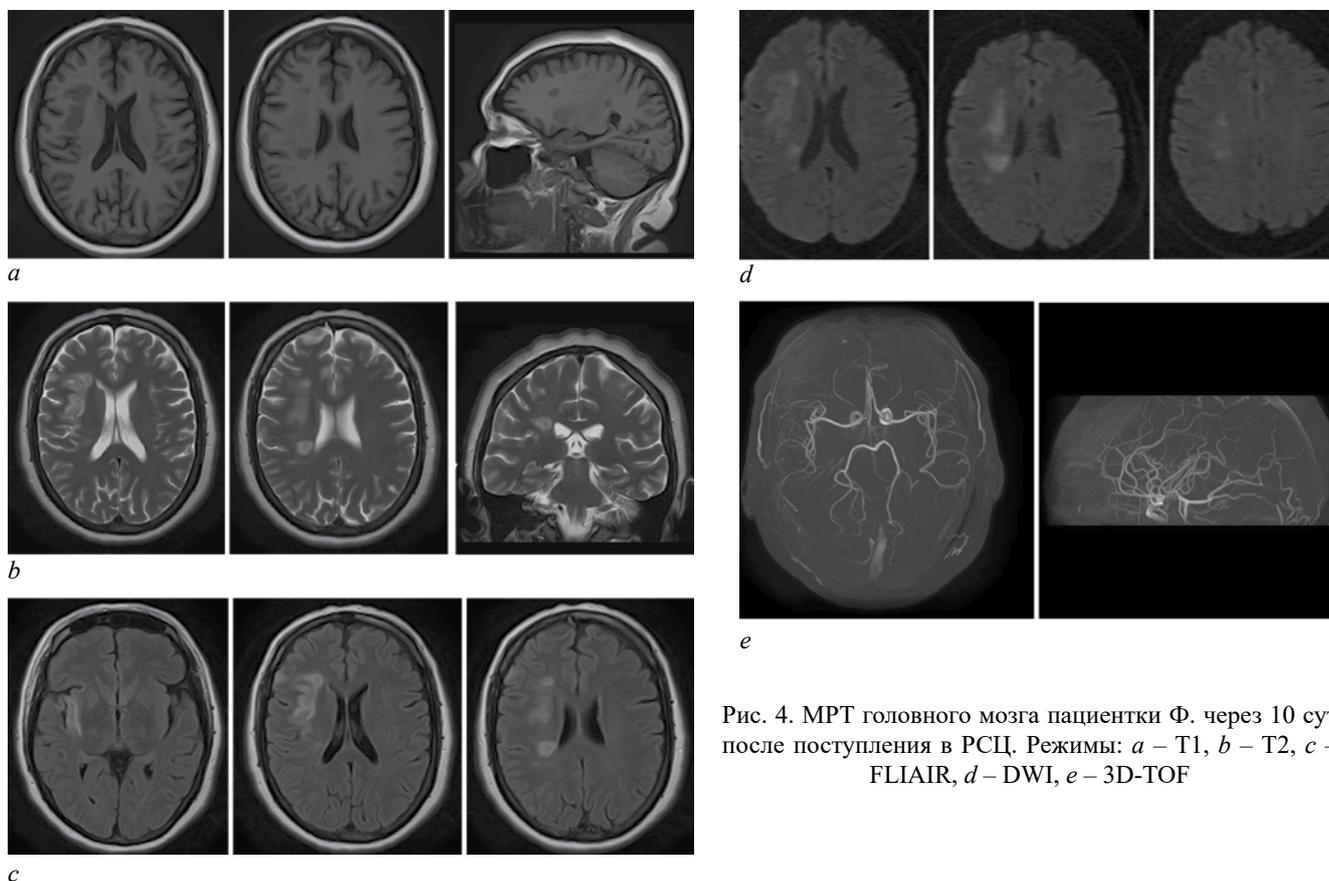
МРТ головного мозга пациентки Ф. через 10 сут после поступления в РСЦ. Режимы: *a* – T1, *b* – T2, *c* – FLAIR, *d* – DWI, *e* – 3D-TOF
